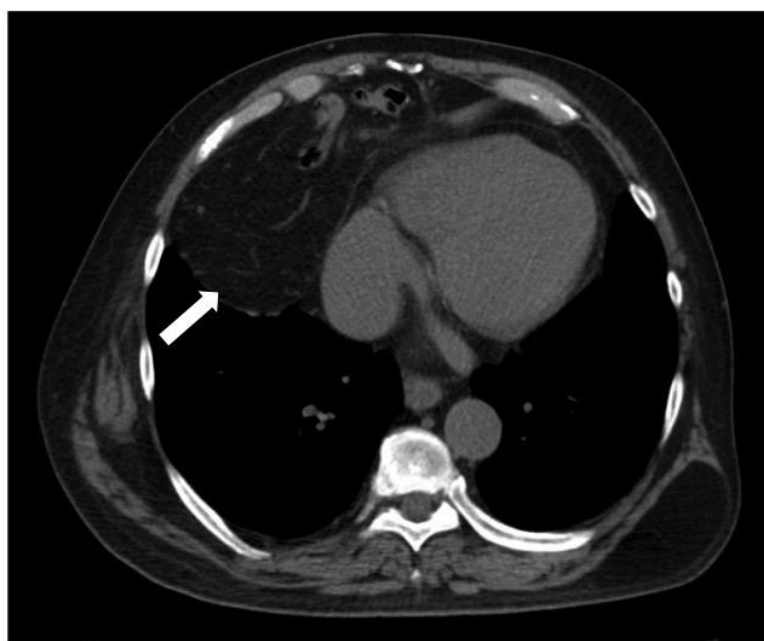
Hernia de Morgagni. Tomografía computada, corte axial que evidencia colon y epiplón intratorácicos (flecha blanca)
